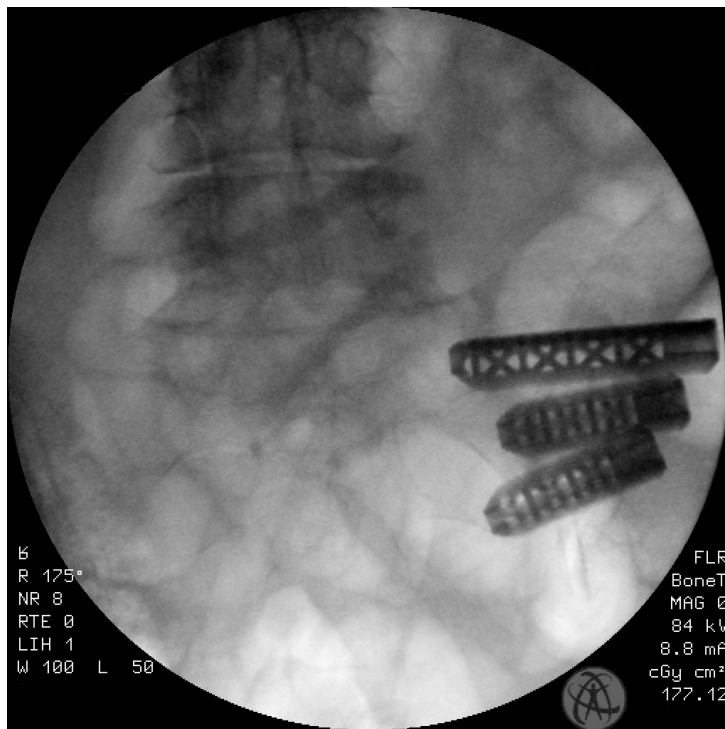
Intraoperatives Röntgen Outlet; Revisionsoperation (regelrechte Lage der Implantate)
